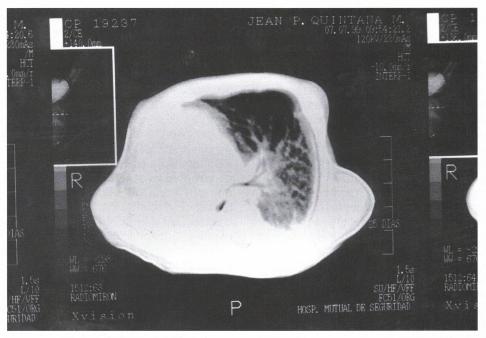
Tomografía axial computarizada. Muestra ausencia del pulmón derecho y ocupación del hemi-tórax por silueta cardiomediastínica.
